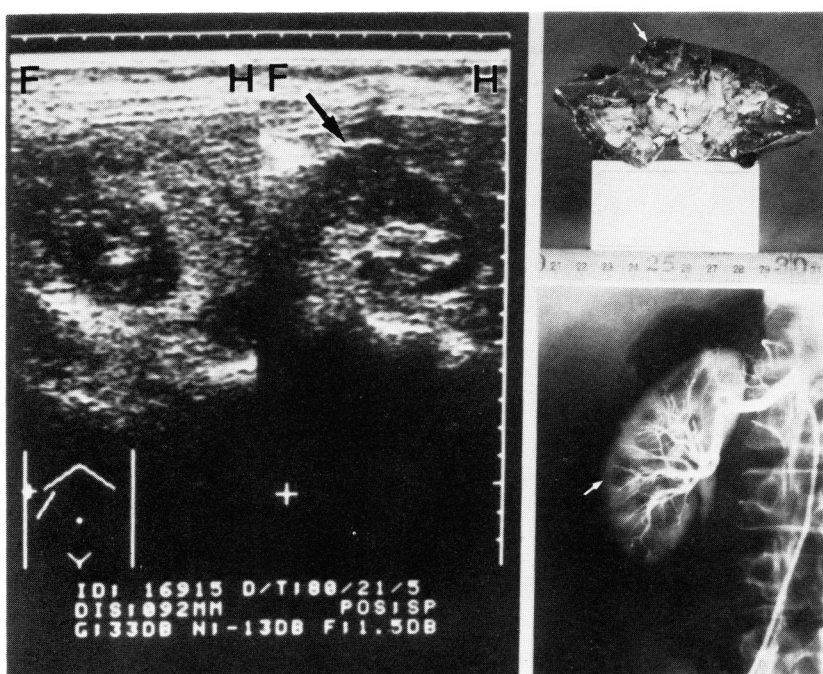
Marginal renal cell carcinoma (arrow) is demonstrated by ultrasonography. This kind of small external development is hardly seen on the arteriogram unless tumor is hypervascularized
